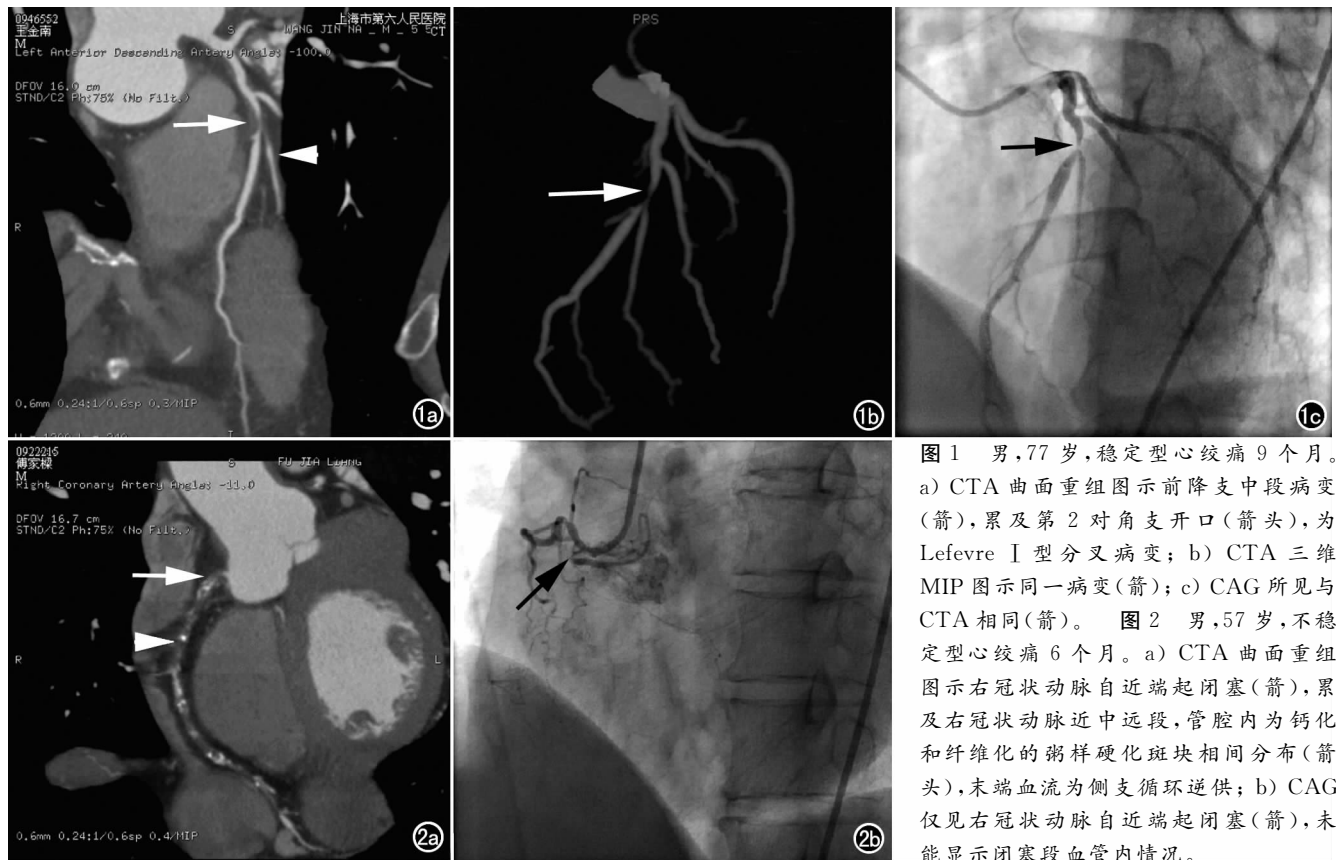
男, 77 岁, 稳定型心绞痛 9 个月。a) CTA 曲面重组图示前降支中段病变(箭), 累及第 2 对角支开口(箭头), 为 Lefevre I 型分叉病变; b) CTA 三维 MIP 图示同一病变(箭); c) CAG 所见与 CTA 相同(箭)。图 2 男, 57 岁, 不稳定型心绞痛 6 个月。a) CTA 曲面重组图示右冠状动脉自近端起闭塞(箭), 累及右冠状动脉近中远段, 管腔内为钙化和纤维化的粥样硬化斑块相间分布(箭头), 末端血流为侧支循环逆供; b) CAG 仅见右冠状动脉自近端起闭塞(箭), 未能显示闭塞段血管内情况。
